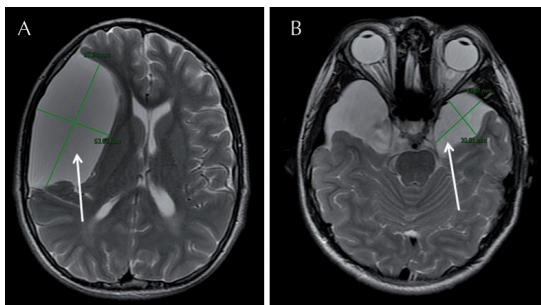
A) Resonancia magnética cerebral, corte axial, T2-FLAIR: niño de 15 años de edad con fenilcetonuria clásica. Se observa un quiste frontotemporal derecho de 9.1×5.3 cm en diámetros; dicha lesión requirió tratamiento quirúrgico por efecto de masa. B) Mismo paciente con quiste temporal derecho de 4.3×3 cm en diámetros.
